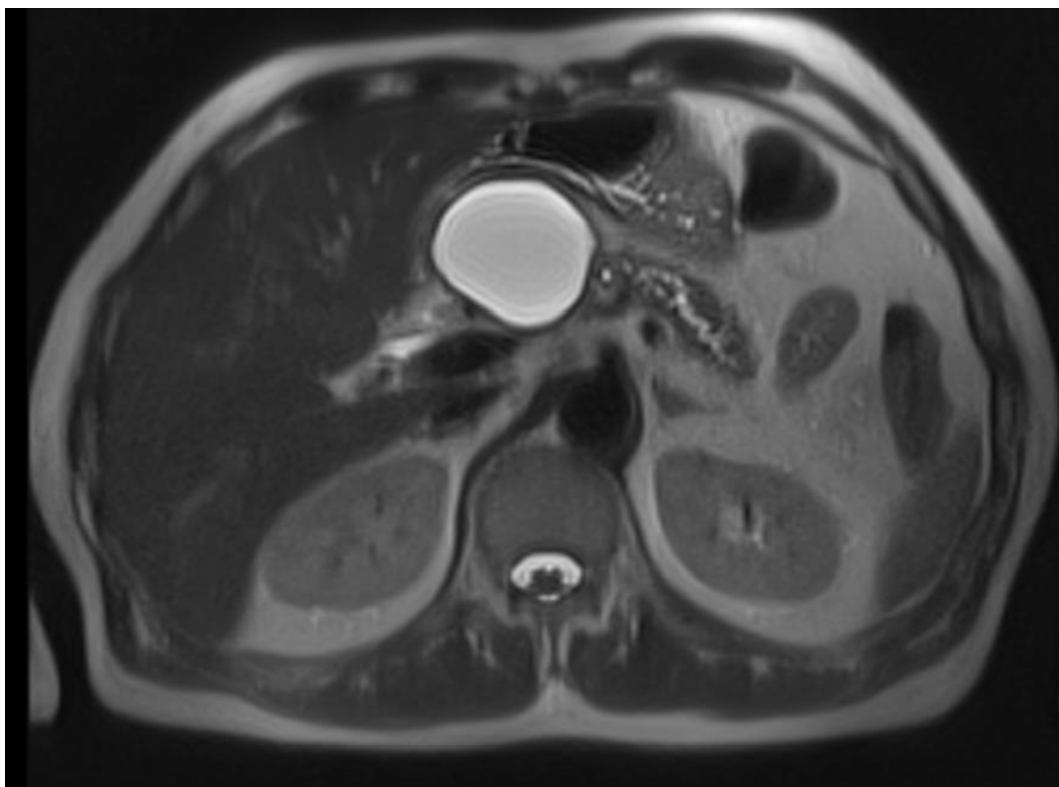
Скан МРТ-исследования органов брюшной полости, сагиттальный срез, T2-взвешенное изображение. Кистозная опухоль головки поджелудочной железы.
